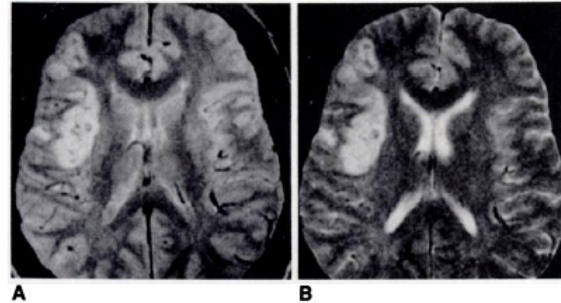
Ischemic infarction. 36-year-old man woke up with left hemiparesis after having snorted cocaine previous evening. A and B, Intermediate (A) and T2-weighted (B) MR images show increased signal intensity of lesion in insula and frontotemporal lobe cortex.
